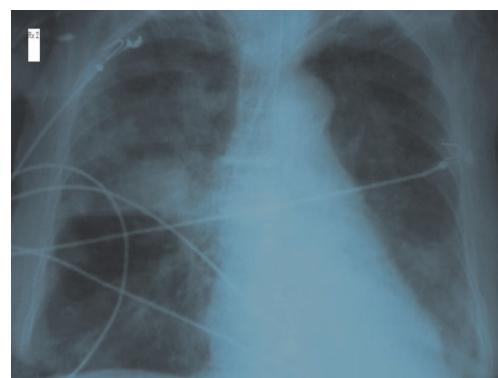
Radiografía de tórax de control atelectasia lóbulo superior derecho.
